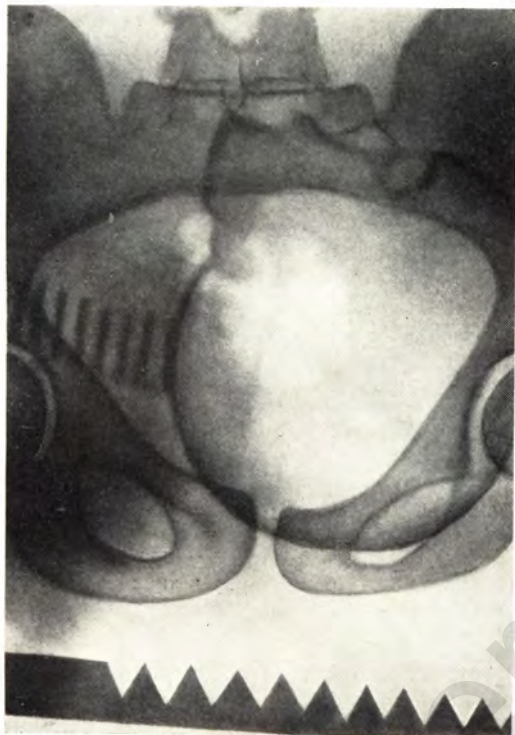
Прямая рентгенограмма таза. Общесуженный плоский таз.
